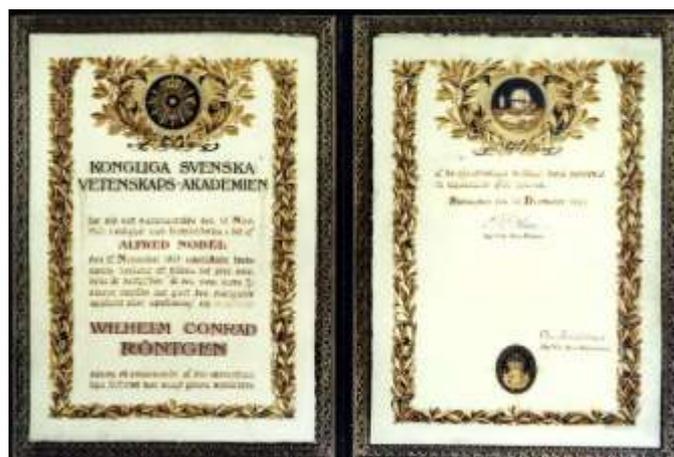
Premio Nobel de Física 1901 ganado por Wilhem Conrad Röntgen.
